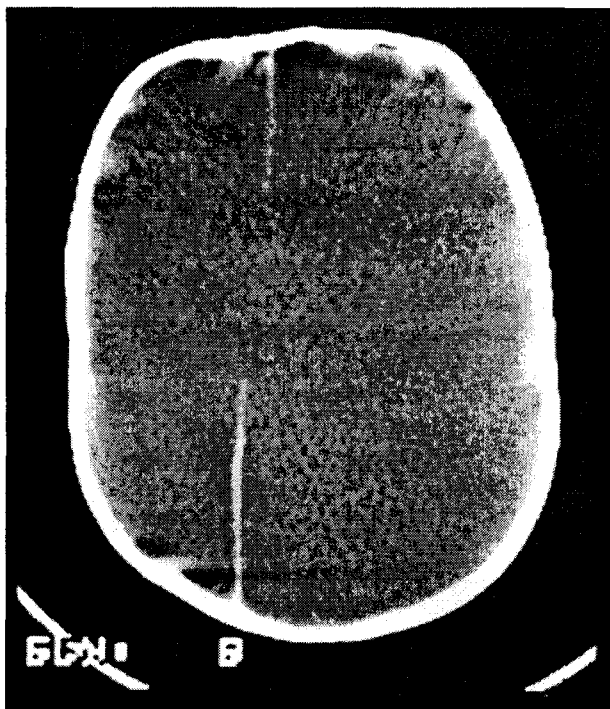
CT-scan – hidrancefalie (în care se constată absența telencefalului în totalitate).
